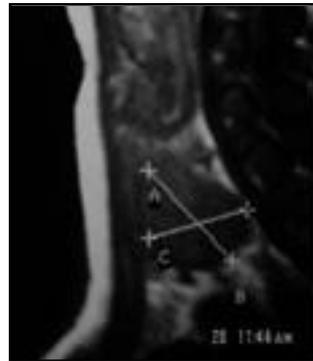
RMN de un adenoma paratiroideo inferior
